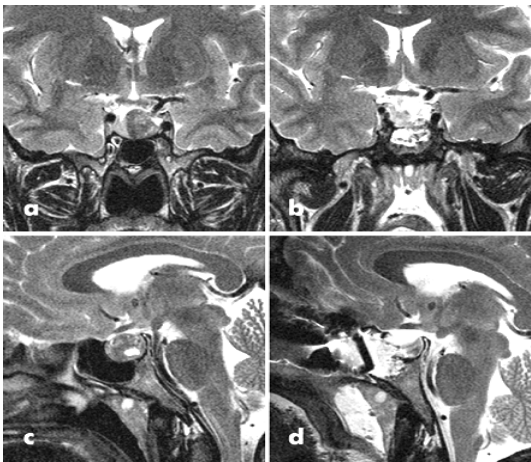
RM, T2, en corte coronal y sagital de la región Sellar Pre y Post quirúrgica.
